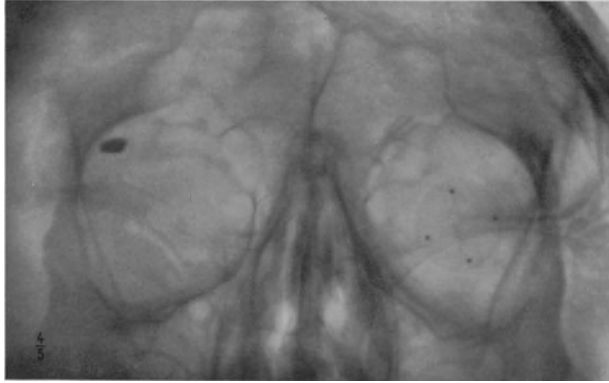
P.-a.-Aufnahme. Kleiner Fremdkörper im rechten Oberlid. (Links Röntgenprothese nach COMBERG.)
